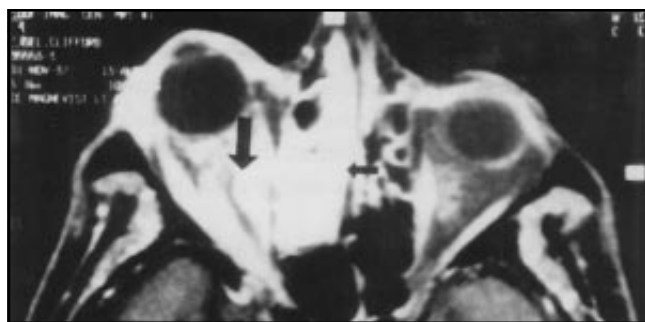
Resonancia magnética, corte axial. Opacificación del seno etmoidal derecho (flecha corta), hiperdensidad rinorbital (flecha larga) y proptosis derecha.
